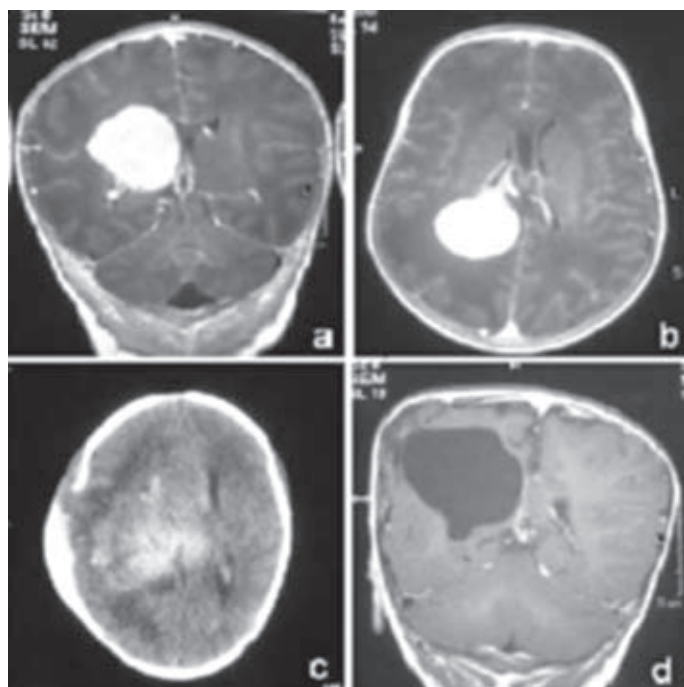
Carcinoma de plexos. A: RM coronal T1 con gadolinio. Niña lactante con situación de hipertensión intracraneal. B: RM axial T1 con gadolinio. C: TC posquirúrgica con áreas de sangrado, edema y craneotomía descompresiva. D: RM coronal T1 con gadolinio, postoperatorio que muestra extirpación completa. Recibió tratamiento quimioterápico para evitar o retrasar la edad de radioterapia. Actualmente, cinco años de edad, libre de enfermedad en controles de imagen. No se ha aplicado radioterapia.
